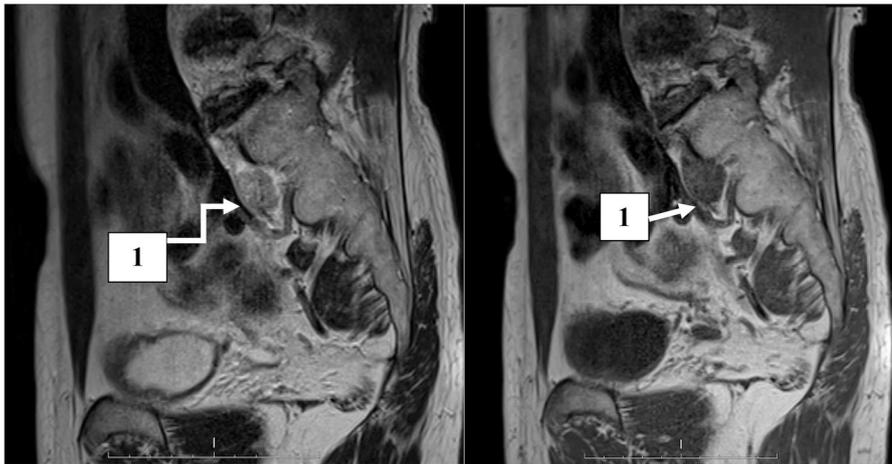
МРТ органов брюшной полости и малого таза
